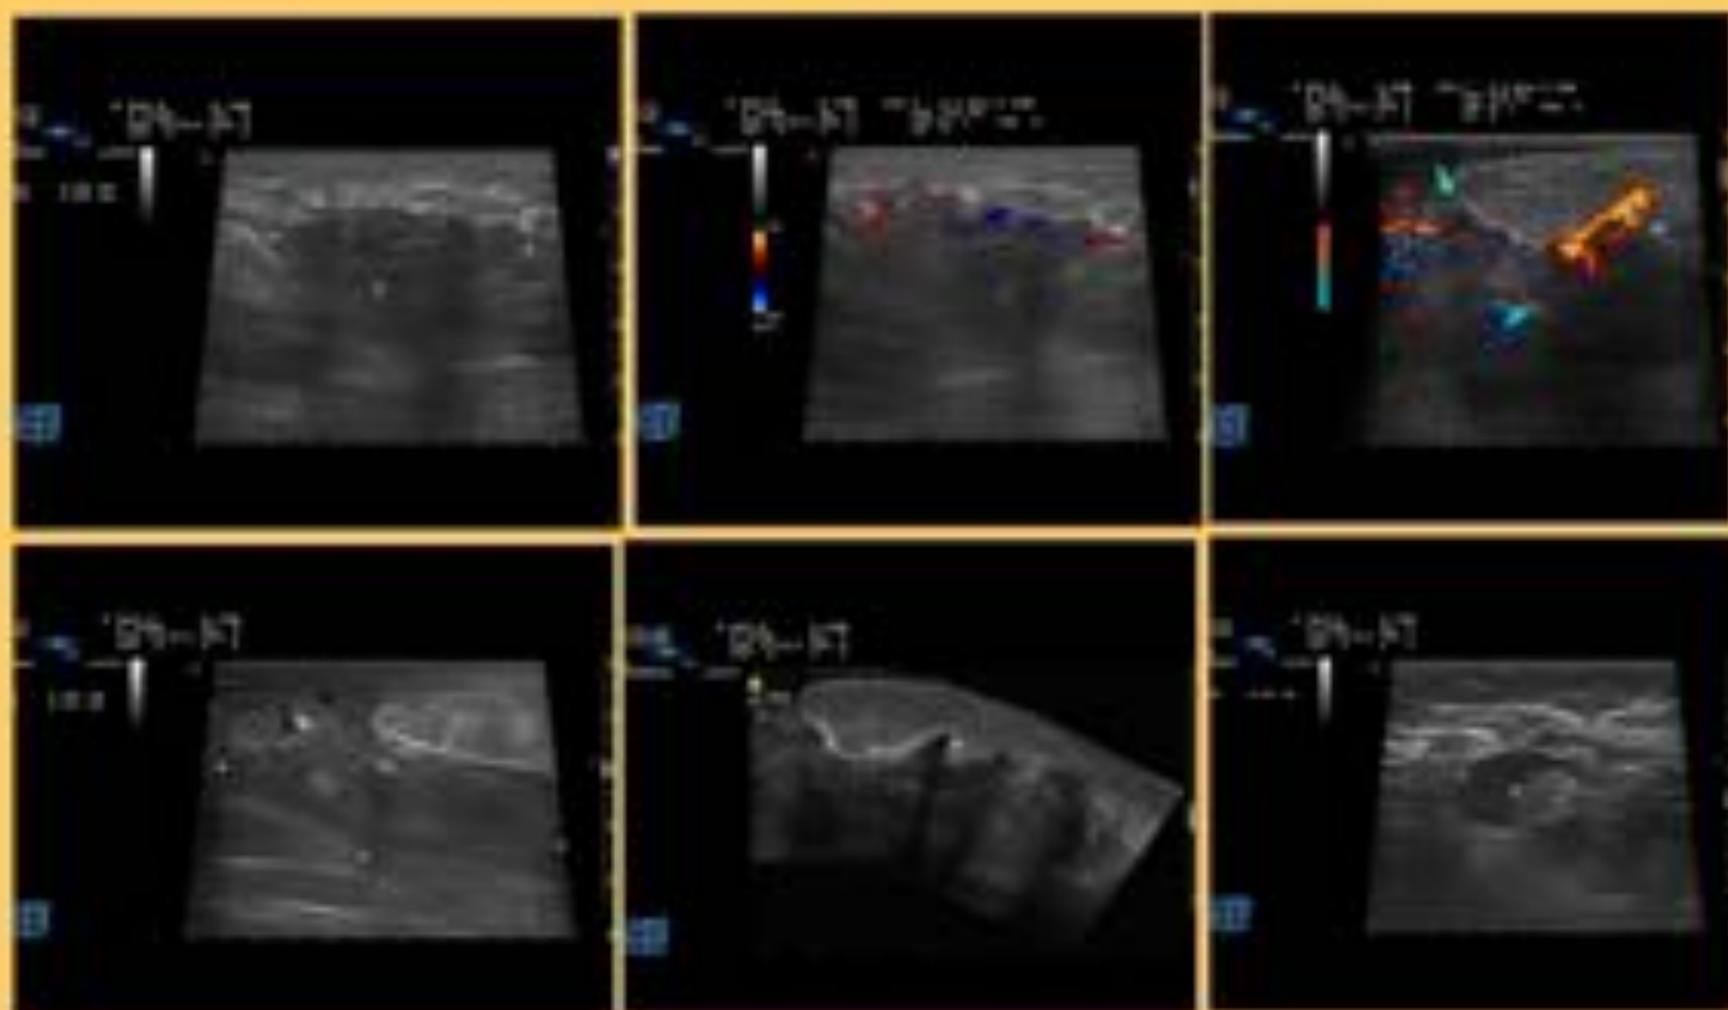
Absceso mamario. Masa heterogénea anfractuosa con bordes irregulares con prolongaciones digitiformes a piel y con contenido ecogénico en su interior. Existe registro Doppler color en la periferia de la lesión.
